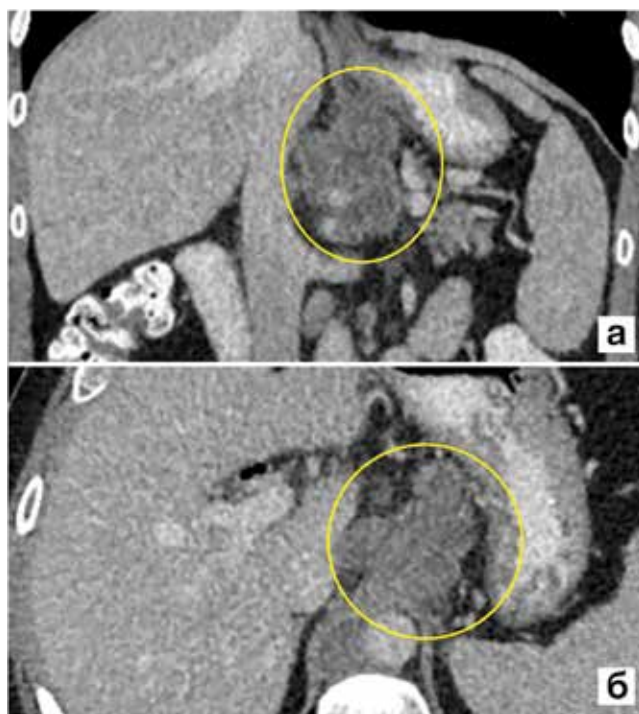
КТ органов брюшной полости с КУ во фронтальной (а) и аксиальной (б) плоскостях. Лимфома с поражением мезентериальных и забрюшинных лимфоузлов. Конгломераты увеличенных мезентериальных и забрюшинных лимфоузлов однородной структуры
